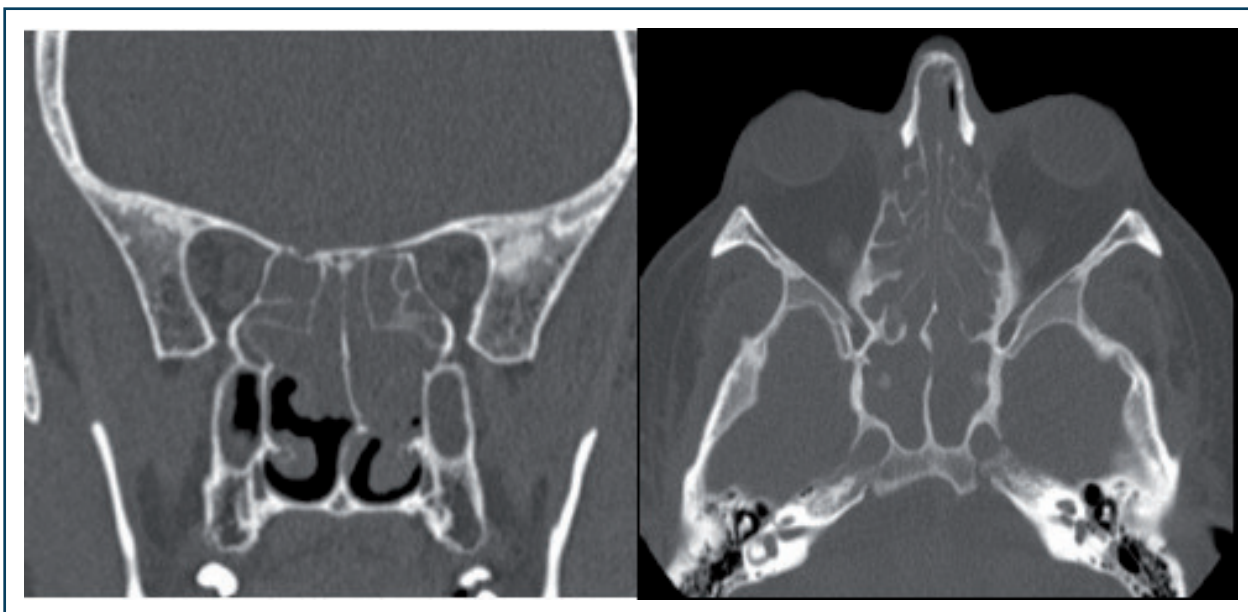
Polypose nasale (TDM).
